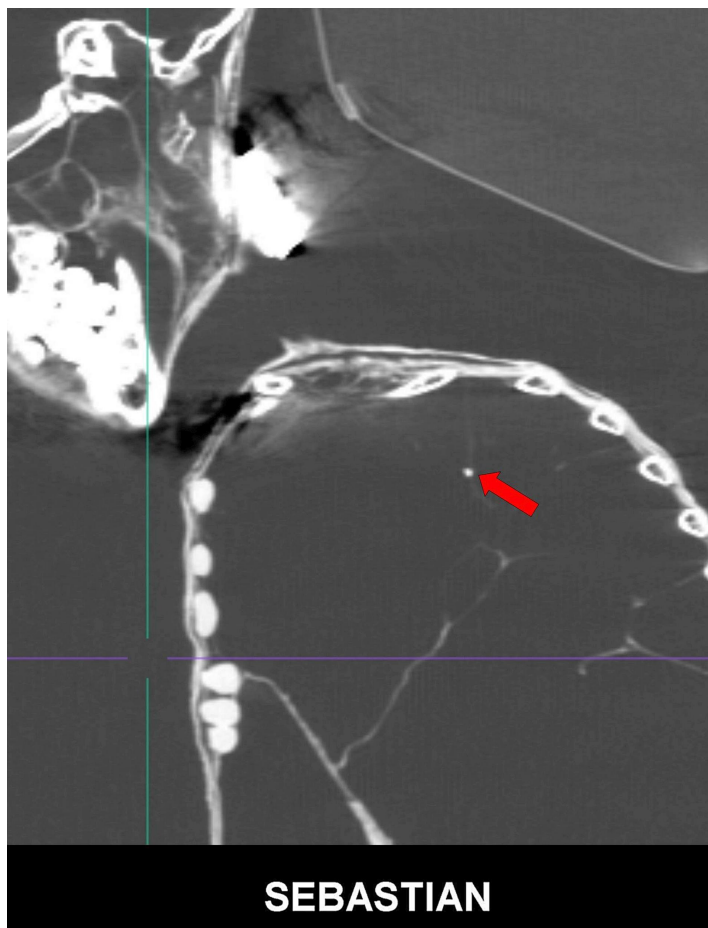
Escaneo de TC sagital en 2D que muestra un foco calcificado (flecha roja) en el lóbulo superior del pulmón izquierdo. No se puede descartar la posibilidad de tuberculosis pulmonar inactiva.
